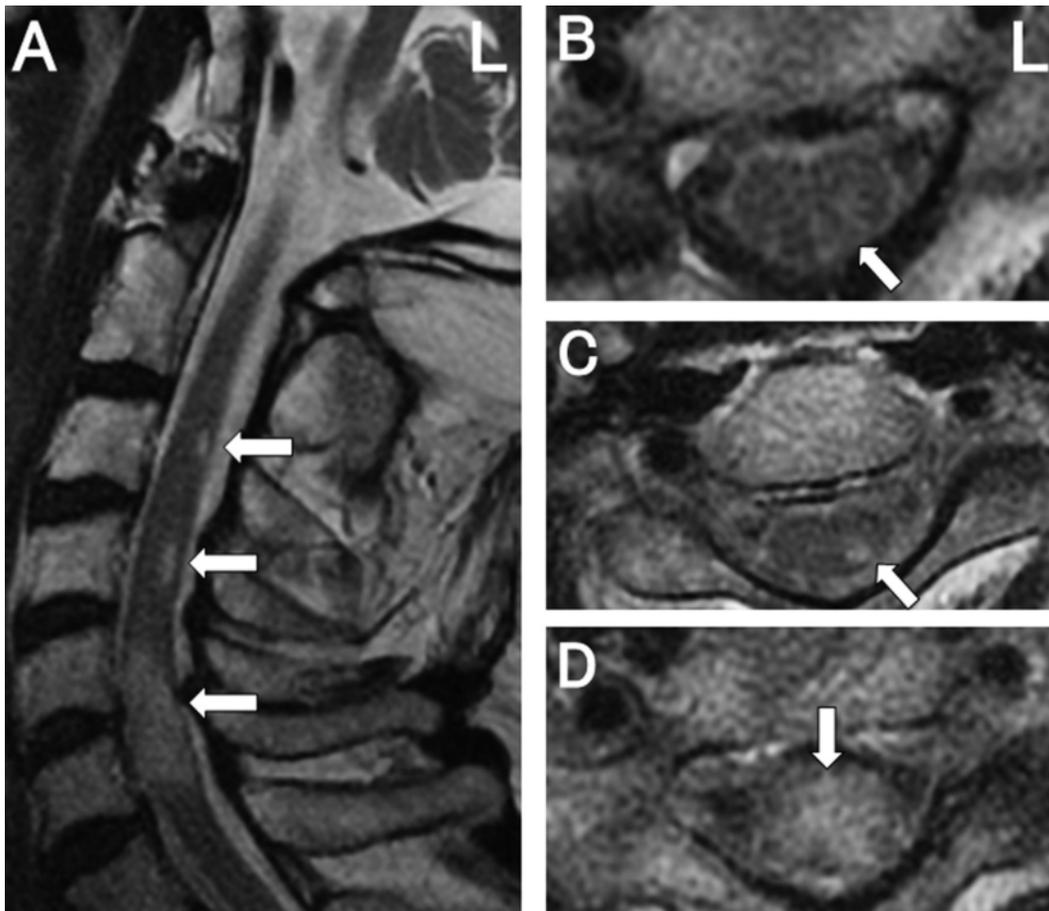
入院時頸髄 MRI ( $T_2$ 強調画像). A: 矢状断. B, C, D: 水平断 (C3 (B), C4 (C), C5/6 (D))
